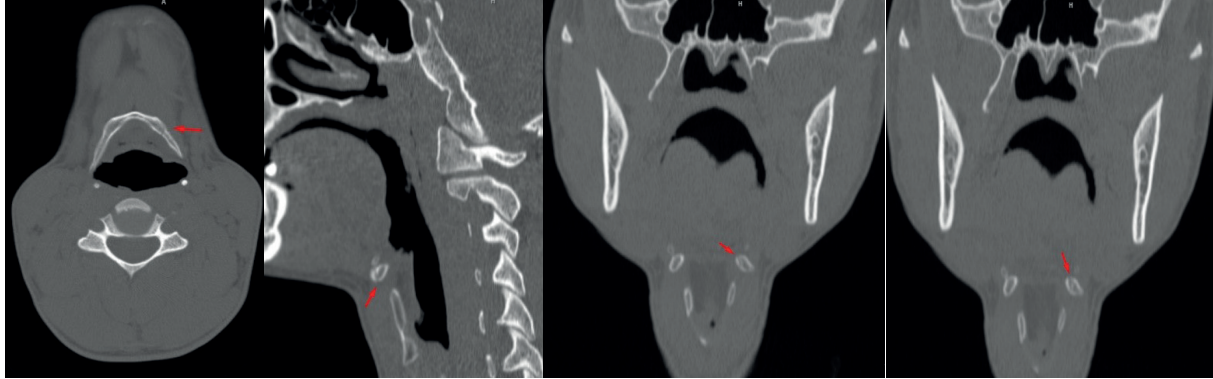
Computed tomography images of the patient. Fracture line in the left greater horn of the hyoid bone (arrow).
